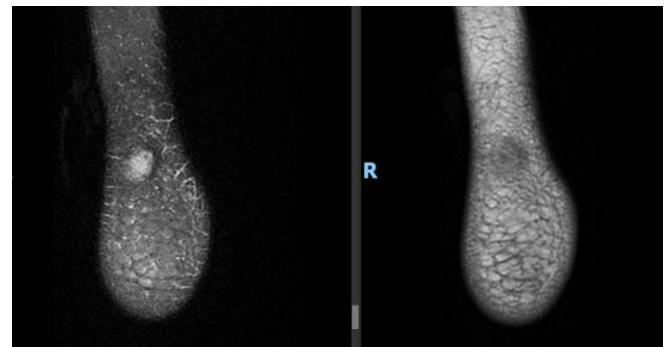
Neurofibroma plantar pie derecho. Imagen de TC (Fuente: imagen cedida por la paciente).
